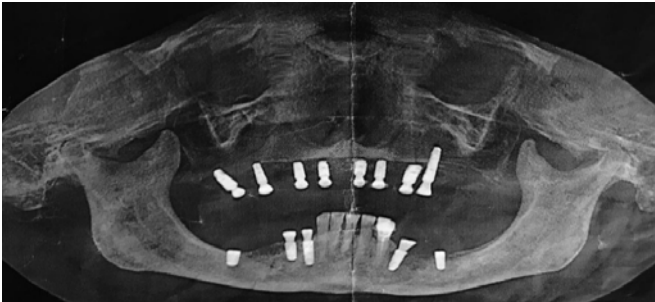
КТ после имплантации
